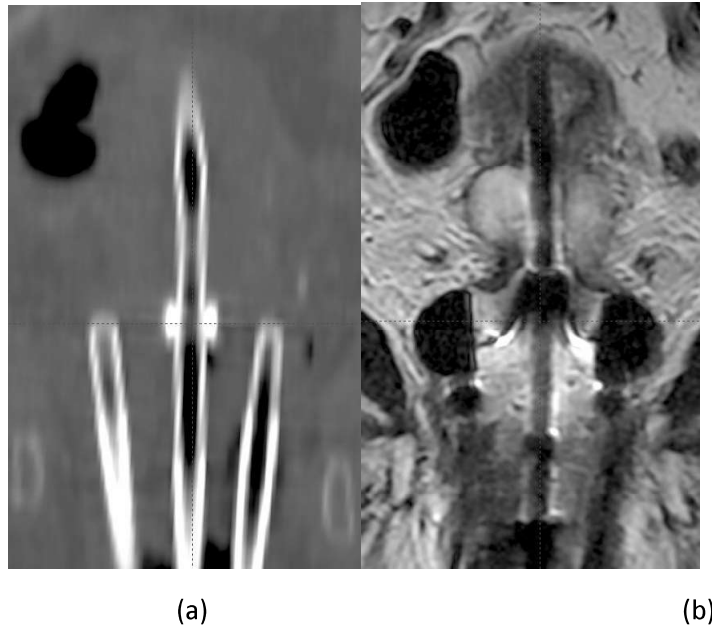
a) Imagen del aplicador en CT; b) Imagen del aplicador en RMN (T2)
